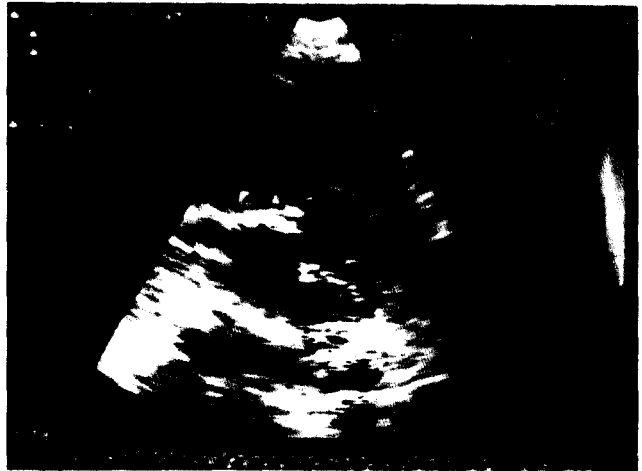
Preoperative echocardiography
